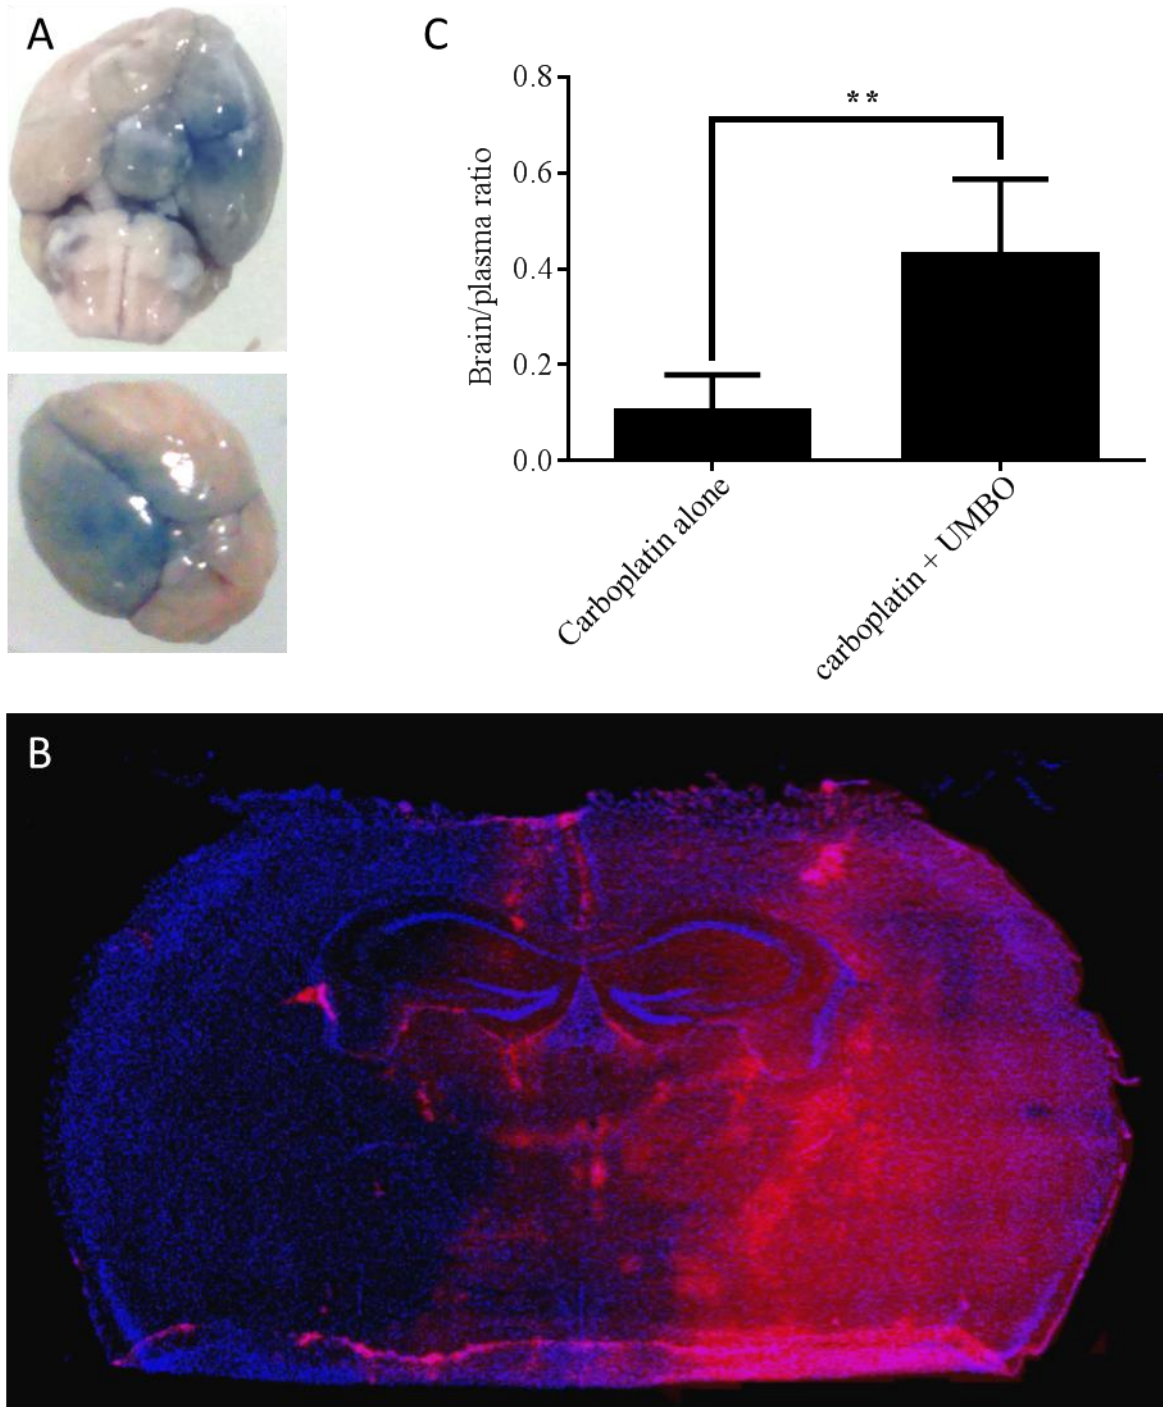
Ultrasound mediated blood brain opening.
